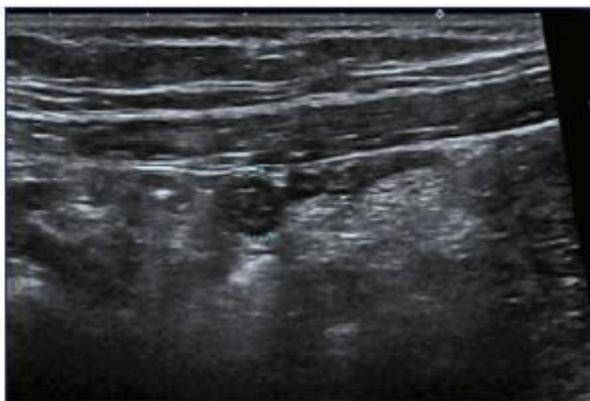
Ecografía de apendicitis aguda
